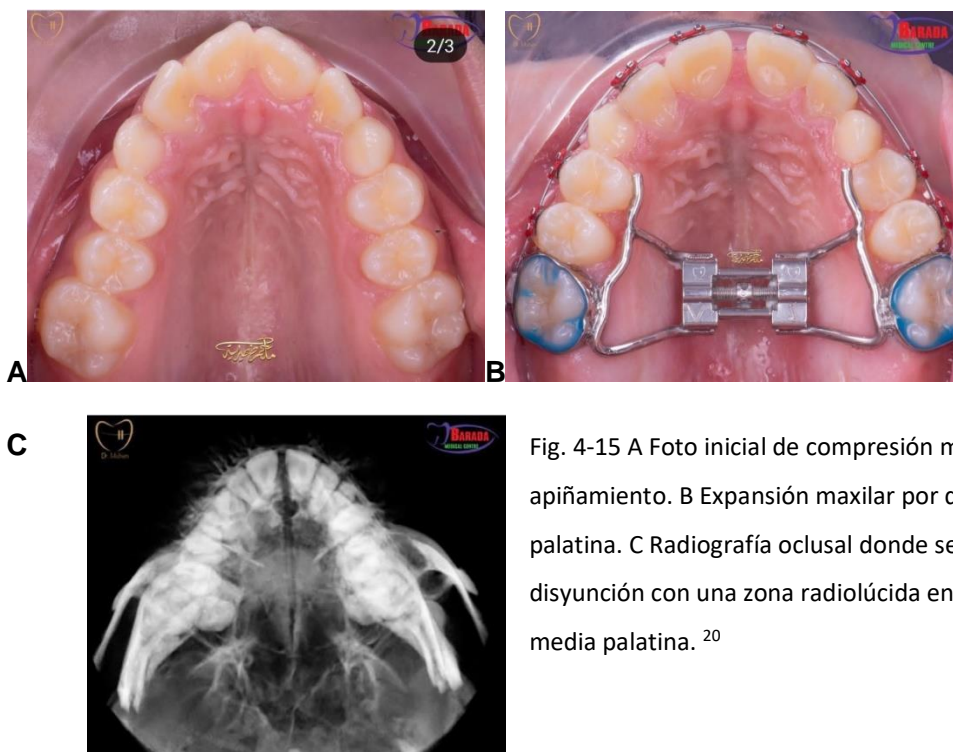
A Foto inicial de compresión maxilar con apiñamiento. B Expansión maxilar por disyunción palatina. C Radiografía oclusal donde se aprecia la disyunción con una zona radiolúcida en la sutura media palatina. ²⁰
